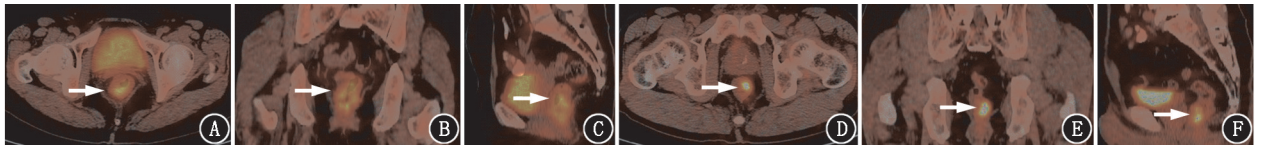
直肠癌患者¹⁸F-FDG PET/CT 显像图。A~C.患者男,60岁,直肠中分化腺癌,周围神经侵犯(PNI)阳性,T3N0M0,临床分期IIa期,箭头所示依次为横断位、冠状位及矢状位¹⁸F-FDG PET/CT融合图像中直肠肠壁增厚,FDG代谢异常增高,SUV_{max} = 14.5,SUV_{mean} = 7.9,肿瘤代谢体积(MTV) = 14.38 cm³,病灶糖酵解总量(TLG) = 113.60 g;D~F.患者男,63岁,直肠中分化腺癌,PNI阴性,T3N0M0,临床分期IIa期,箭头所示依次为横断位、冠状位及矢状位¹⁸F-FDG PET/CT融合图像中直肠肠壁增厚,FDG代谢异常增高,SUV_{max} = 14.9,SUV_{mean} = 9.4,MTV = 4.89 cm³,TLG = 45.97 g
